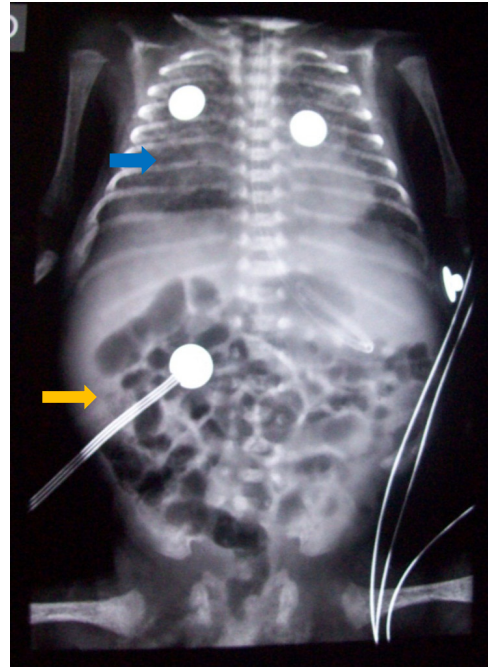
Patrón reticular en vidrio deslustrado (flecha azul) y la radiografía de abdomen órganos blandos e intestinos de configuración habitual (flecha naranja).
